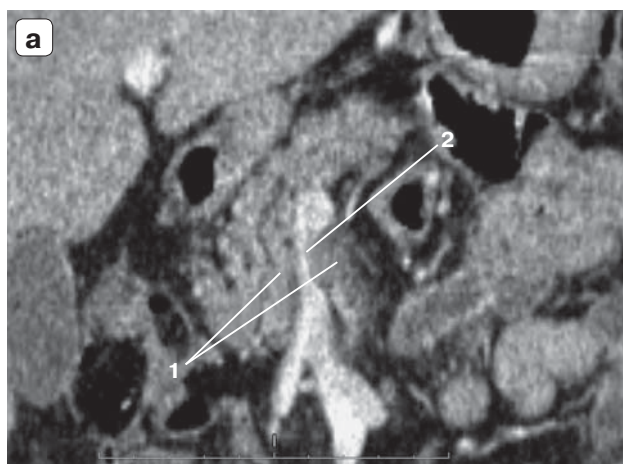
Компьютерные томограммы. Опухоль головки ПЖ до неoadъювантной химиотерапии: а – венозная фаза исследования, фронтальная проекция, 1 – опухоль головки ПЖ, 2 – суженная верхняя брыжеечная вена; б – артериальная фаза исследования, сагиттальная проекция, 1 – опухоль, 2 – суженная верхняя брыжеечная артерия.
